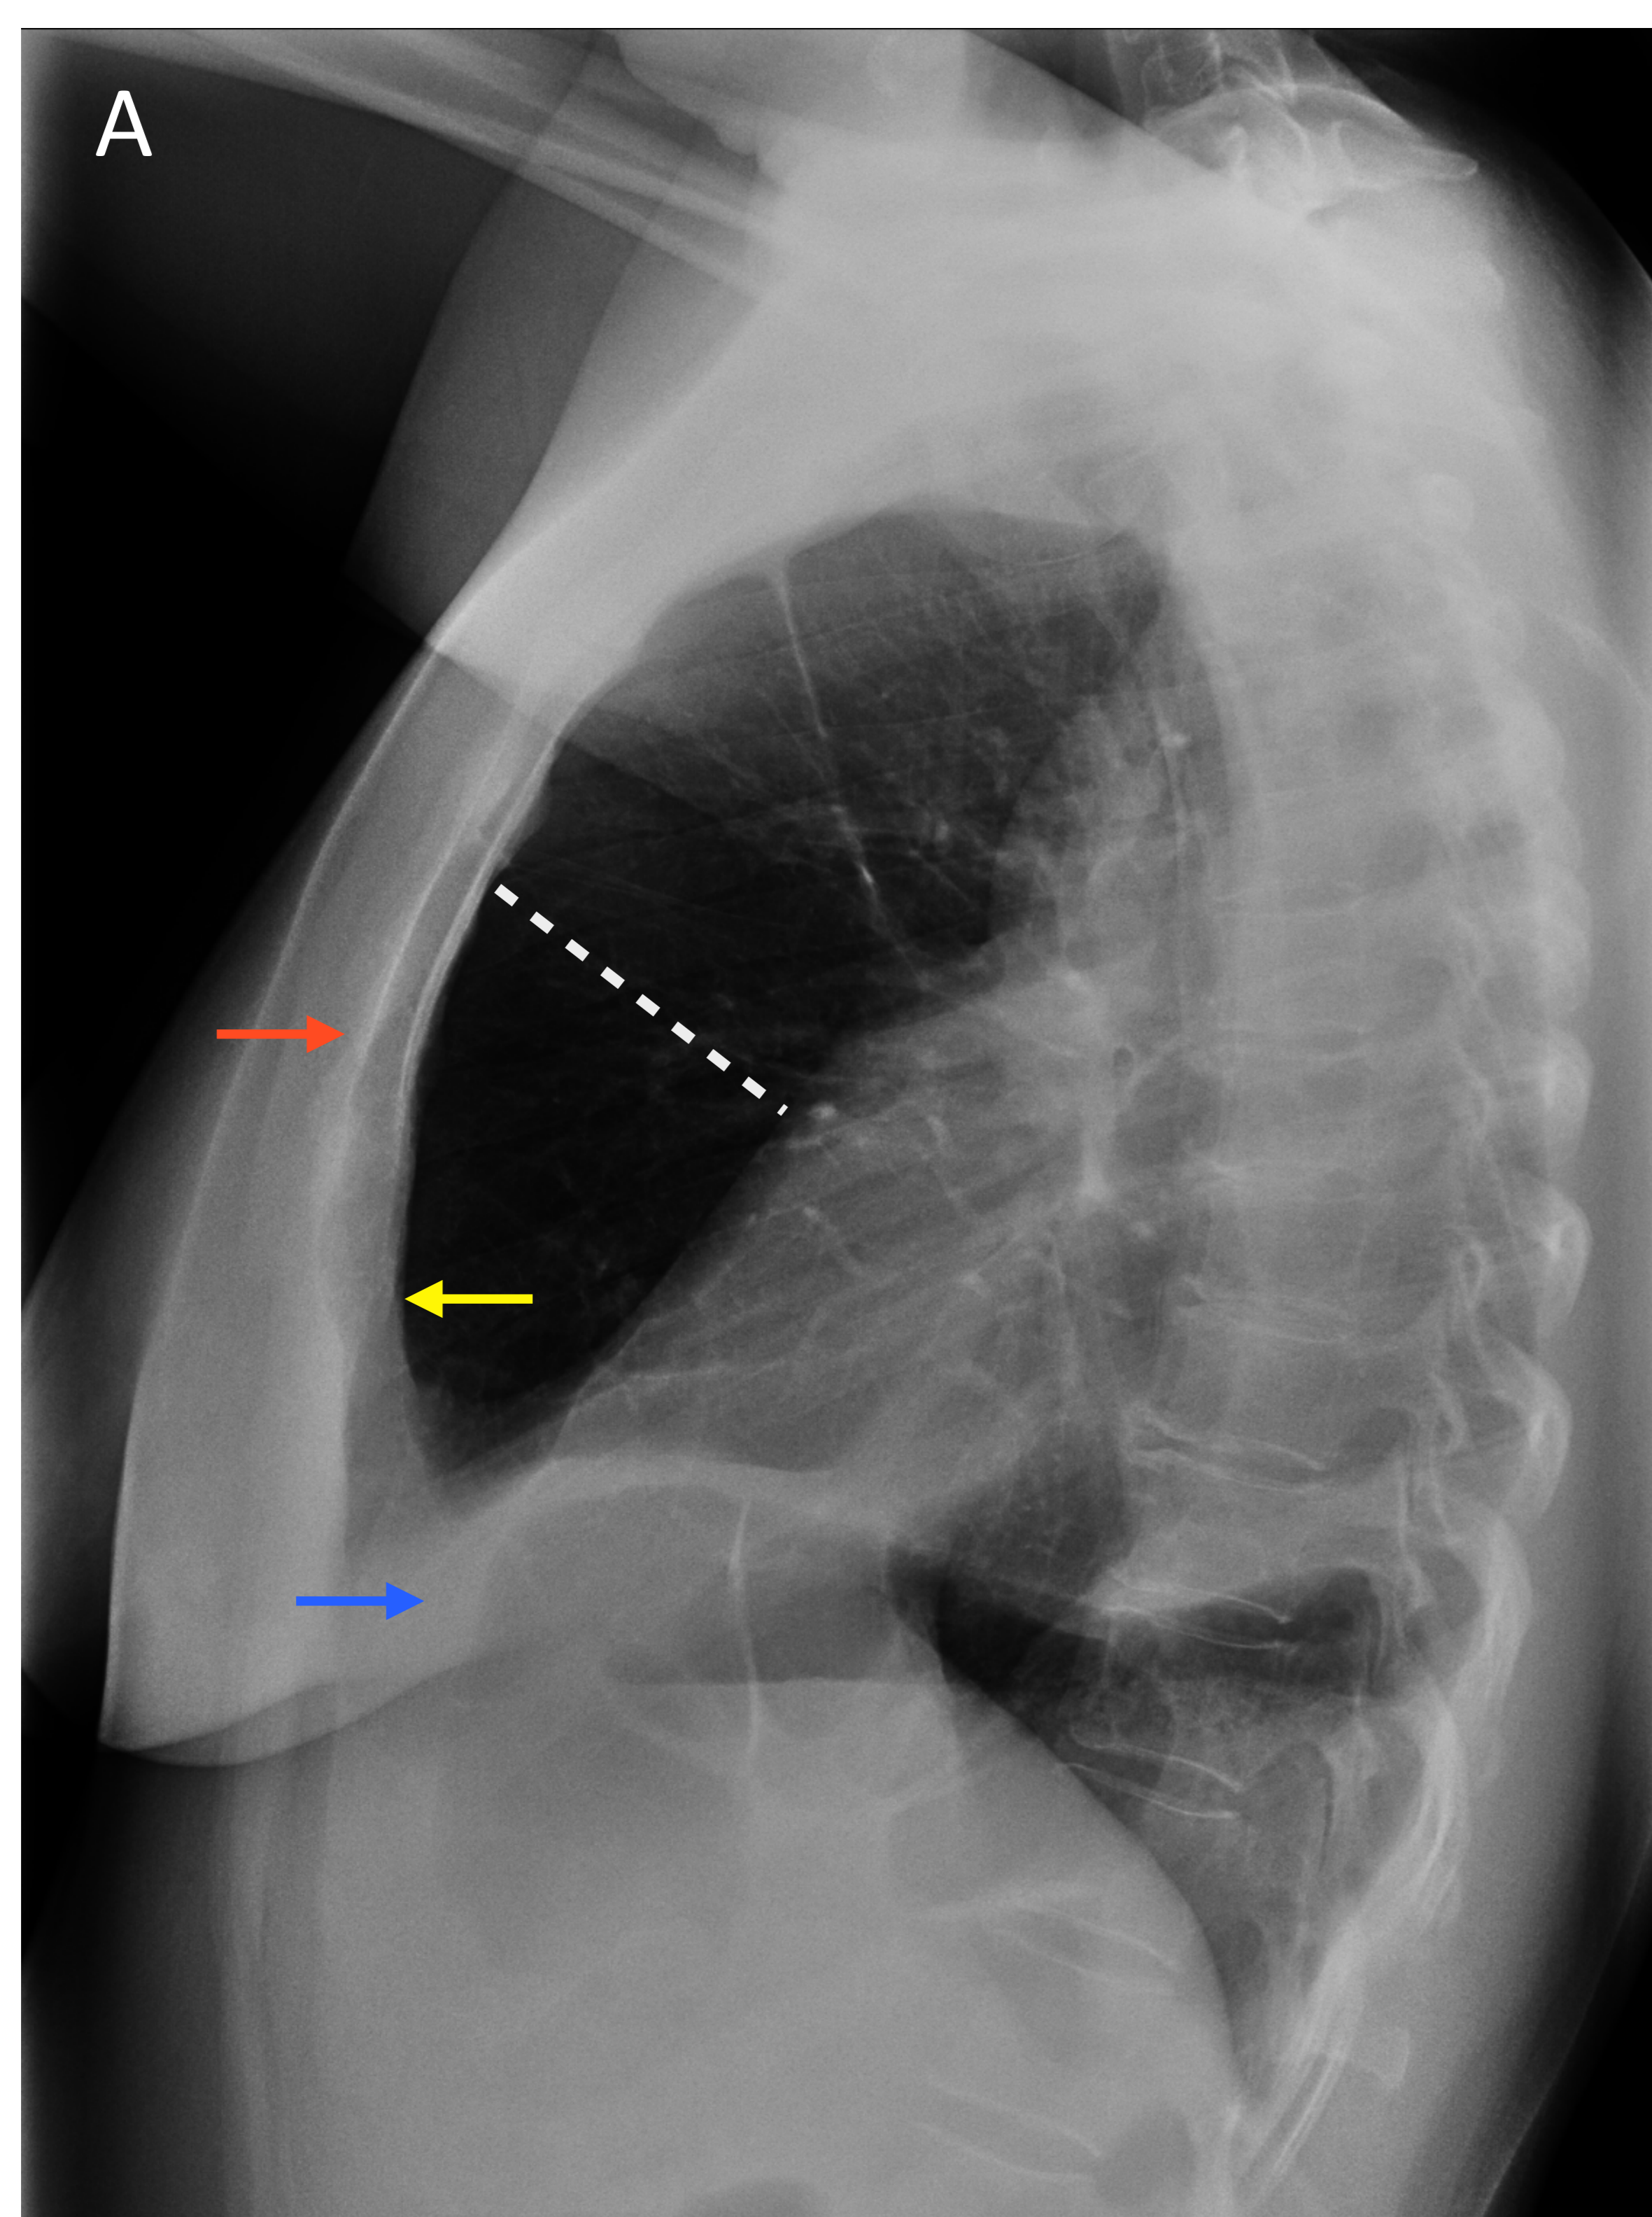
Mujer joven con displasia pulmonar izquierda, A. se observa aumento significativo del espacio retroesternal y marcada asimetría de la pared torácica izquierda (flecha amarilla) respecto a la pared contralateral (flecha roja), con elevación del hemidiafragma del lado afectado (flecha azul). B marcado desplazamiento mediastínico hacia el lado afecto. C. Y D. Los hallazgos se confirman con TC.
